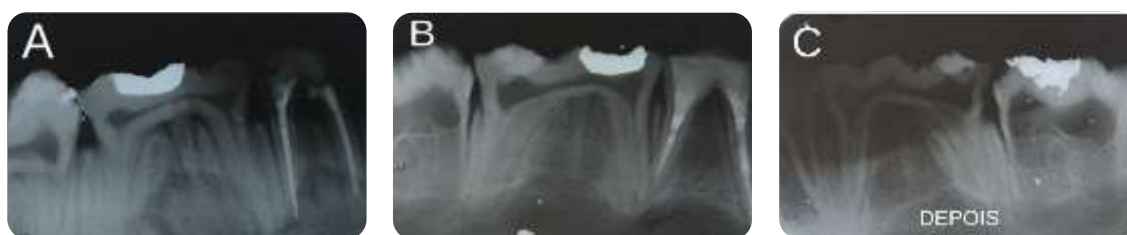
Radiografias das cabeças N3 (A), N5 (B) e N9 (C), mostrando os elementos dentários de suínos, antes das cabeças serem carbonizadas. Fonte: Os autores.
